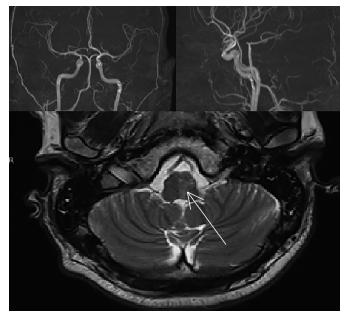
MPT-исследование головного мозга Fig. 2. MRI examination of the brain
